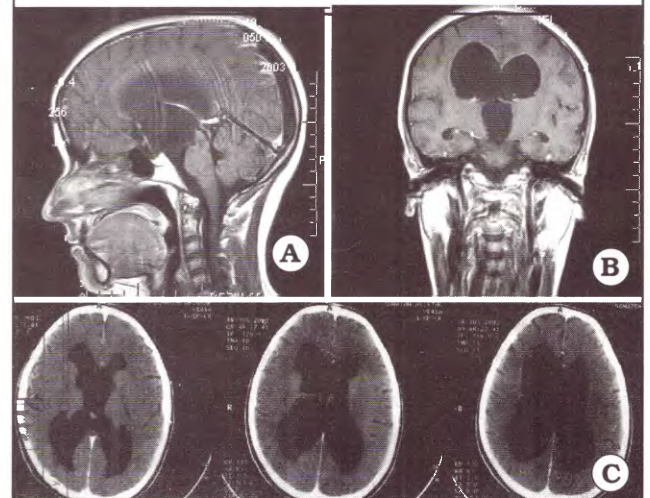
Caso 2: quiste supraselar. A y B. IRM preoperatoria. C. TAC postoperatoria.
